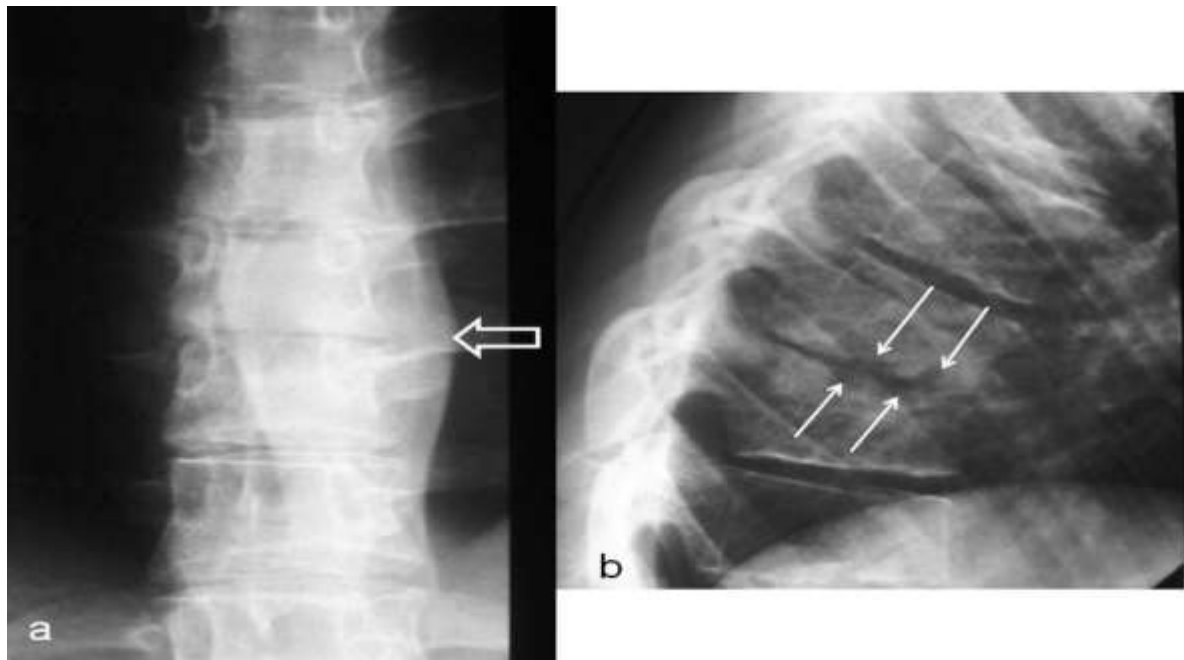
Radiographie du Rachis F/P [10].
